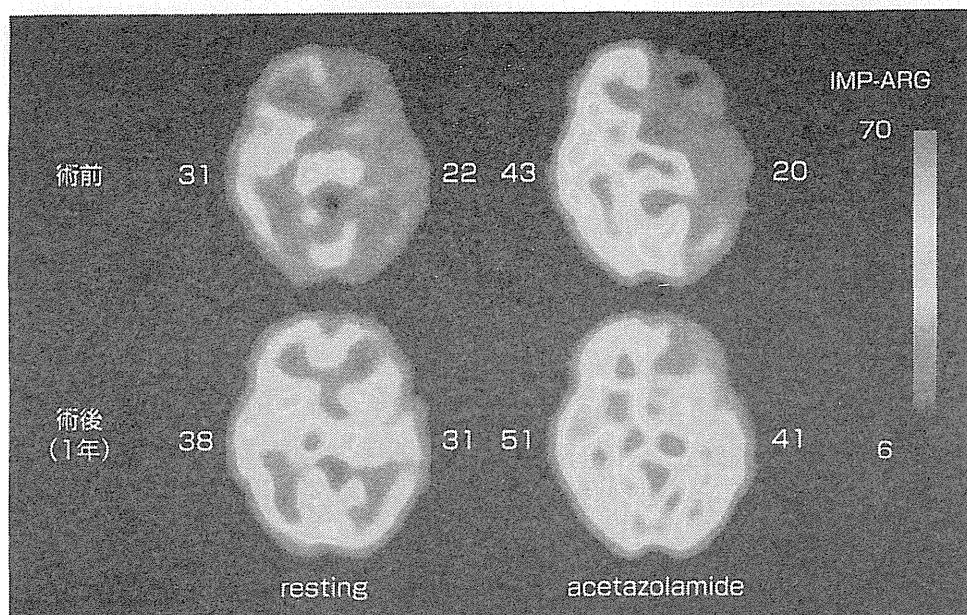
Dual table ARG法による脳血流SPECT定量画像
